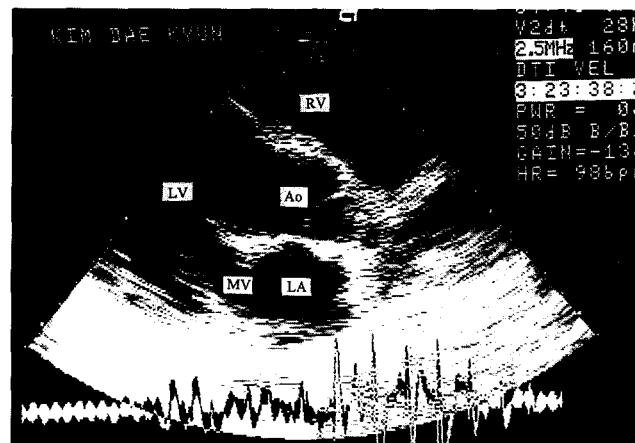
Echocardiography showing vegetation on anterior mitral leaflet.
